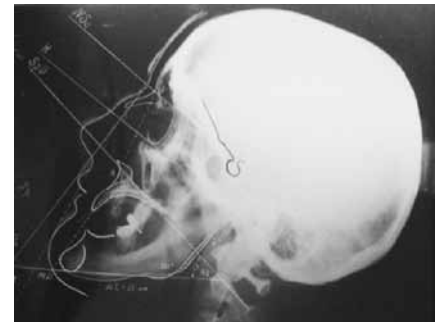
Фото телерентгенограммы пациента А-в, 16 лет, с множественной адентией на фоне нормального развитых в длину базальных дуг (тела) челюстей
